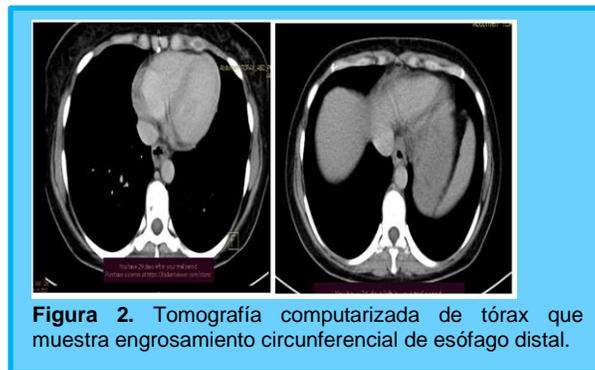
Tomografía computarizada de tórax que muestra engrosamiento circunferencial de esófago distal.
